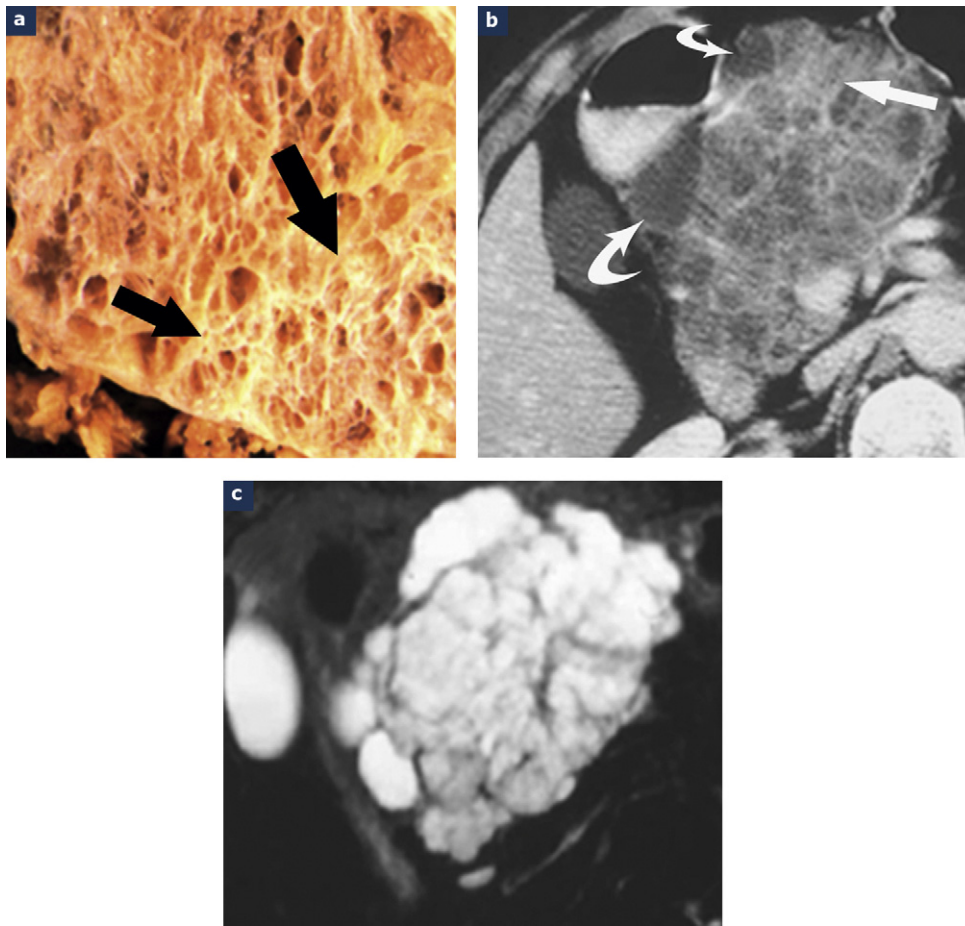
Cystadénome séreux : a : la pièce anatomique montre l'aspect spongiorme caractéristique des tumeurs séreuses microkystiques (flèche noire). Ce sont ces zones qui permettent l'identification de ce type de lésion sur l'imagerie en coupe ; b : volumineux cystadénome séreux du pancréas céphalique. Les zones spongiormes sont bien reconnaissables par leur aspect aréolaire fin (flèche blanche droite). La présence de macrokystes périphériques de taille ne dépassant pas en règle 3 cm est très fréquente (flèche courbe) ; c : IRM chez la même patiente que b montrant bien la différence de l'intensité de l'hypersignal T2 entre les macrokystes périphériques et les zones spongiormes centrales.
